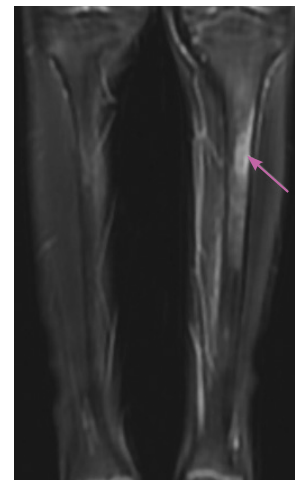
МРТ голени (вид сзади). В эпифизе левой большеберцовой кости определялся участок измененного МР-сигнала, общим размером до 6 см, на фоне которого в верхней трети большеберцовой кости (ближе к метадиафизу) выявлялся участок консолидации размером до 2 см. В области участка консолидации видна локальная нечеткость кортикального слоя латеральной поверхности большеберцовой кости
